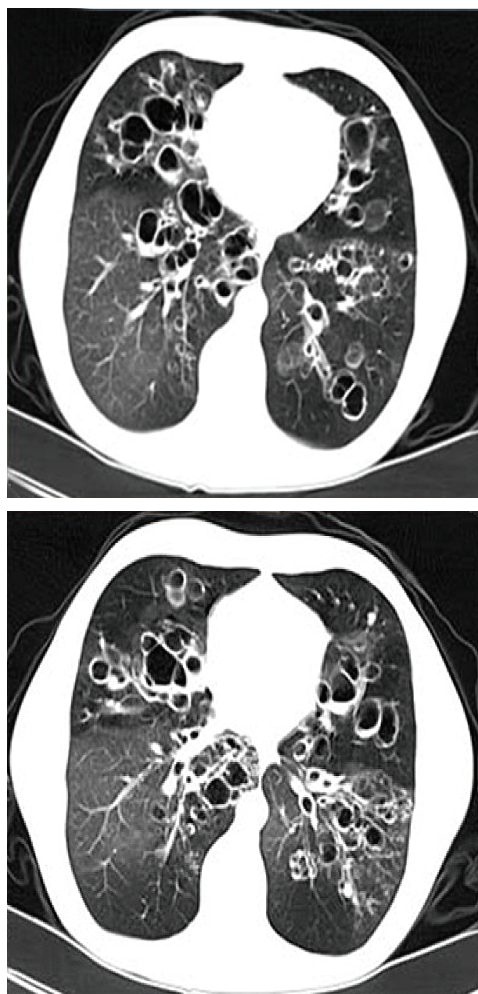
Ребенок А., 7 лет, СКТ выполнено через 4 года после перенесенной тяжелой формы БЛД; бронхоэктазы, утолщение стенок бронхов без наличия бронхиального секрета
